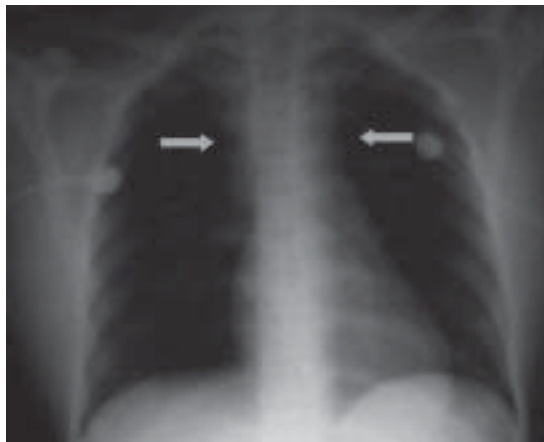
Radiografía de Tórax que demuestra ensanchamiento leve mediastínico.
